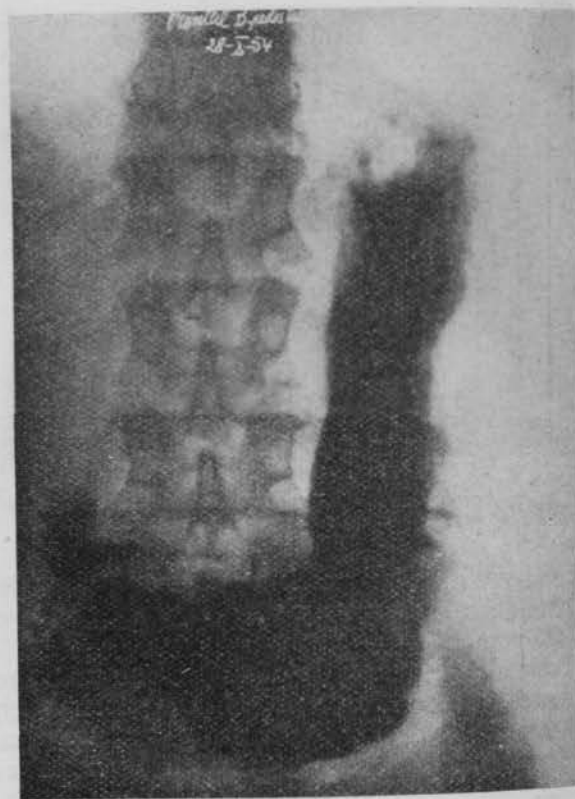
El nicho que se veía en radioscopia se aprecia mal en la radiografía, visualizándose sólo su base por sedimentación del contenido del nicho. Ocupa la porción horizontal de incisura angularis y su aspecto es distinto al de la figura 1.
